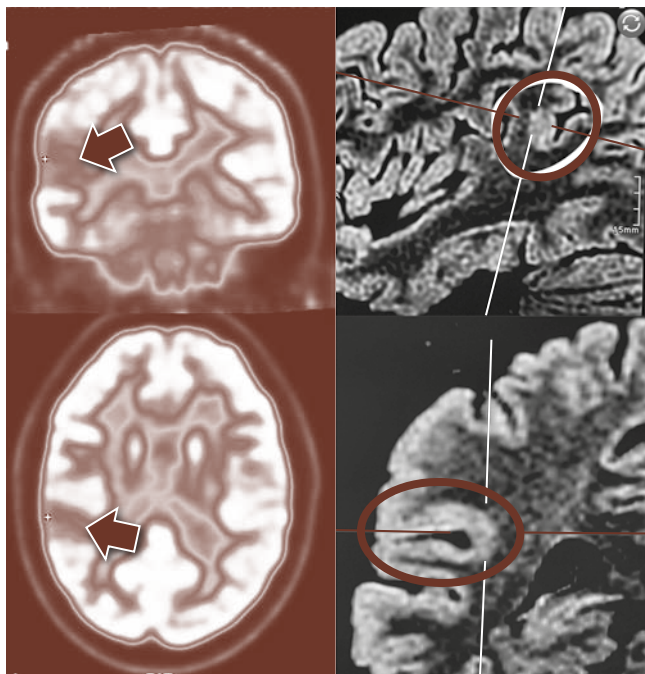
Lesão no giro supramarginal direito descoberta após investigação com PET mostrar hipometabolismo regional. Paciente foi operado, sem crises há mais de um ano. O exame anatomopatológico mostrou displasia cortical focal tipo II.
